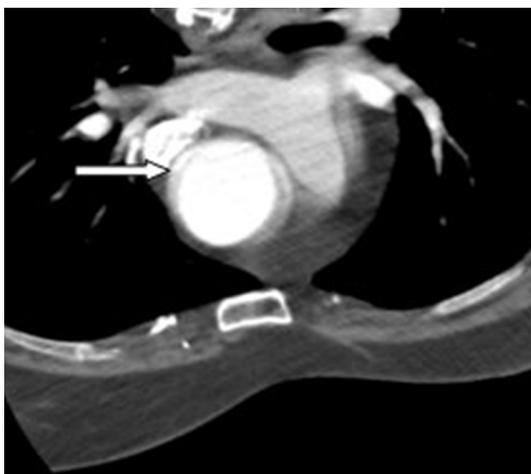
КТ сердца с внутривенным контрастированием. Тромбоза ушка левого предсердия не выявлено. Признаки пристеночного дефекта контрастирования на уровне дуги аорты (указано стрелкой)
